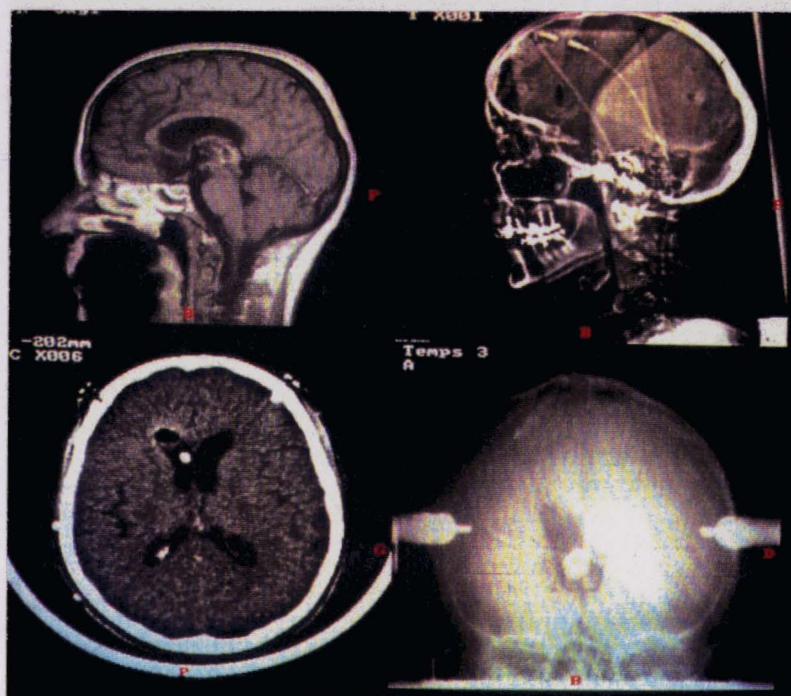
Choix des images dans la base: Image RMN sagittale, topogramme et coupe TDM, stéréoradiographie de face
